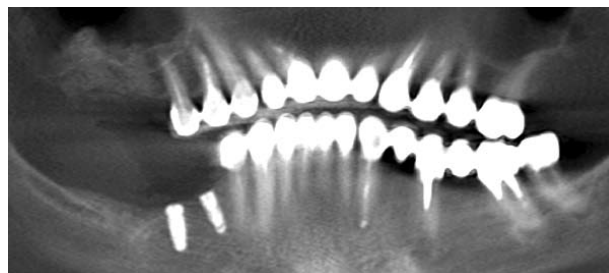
Ортопантомограмма. Пациентка Б., 42 года, синуслифтинг в проекции зубов 1.6, 1.7 6 месяцев назад
